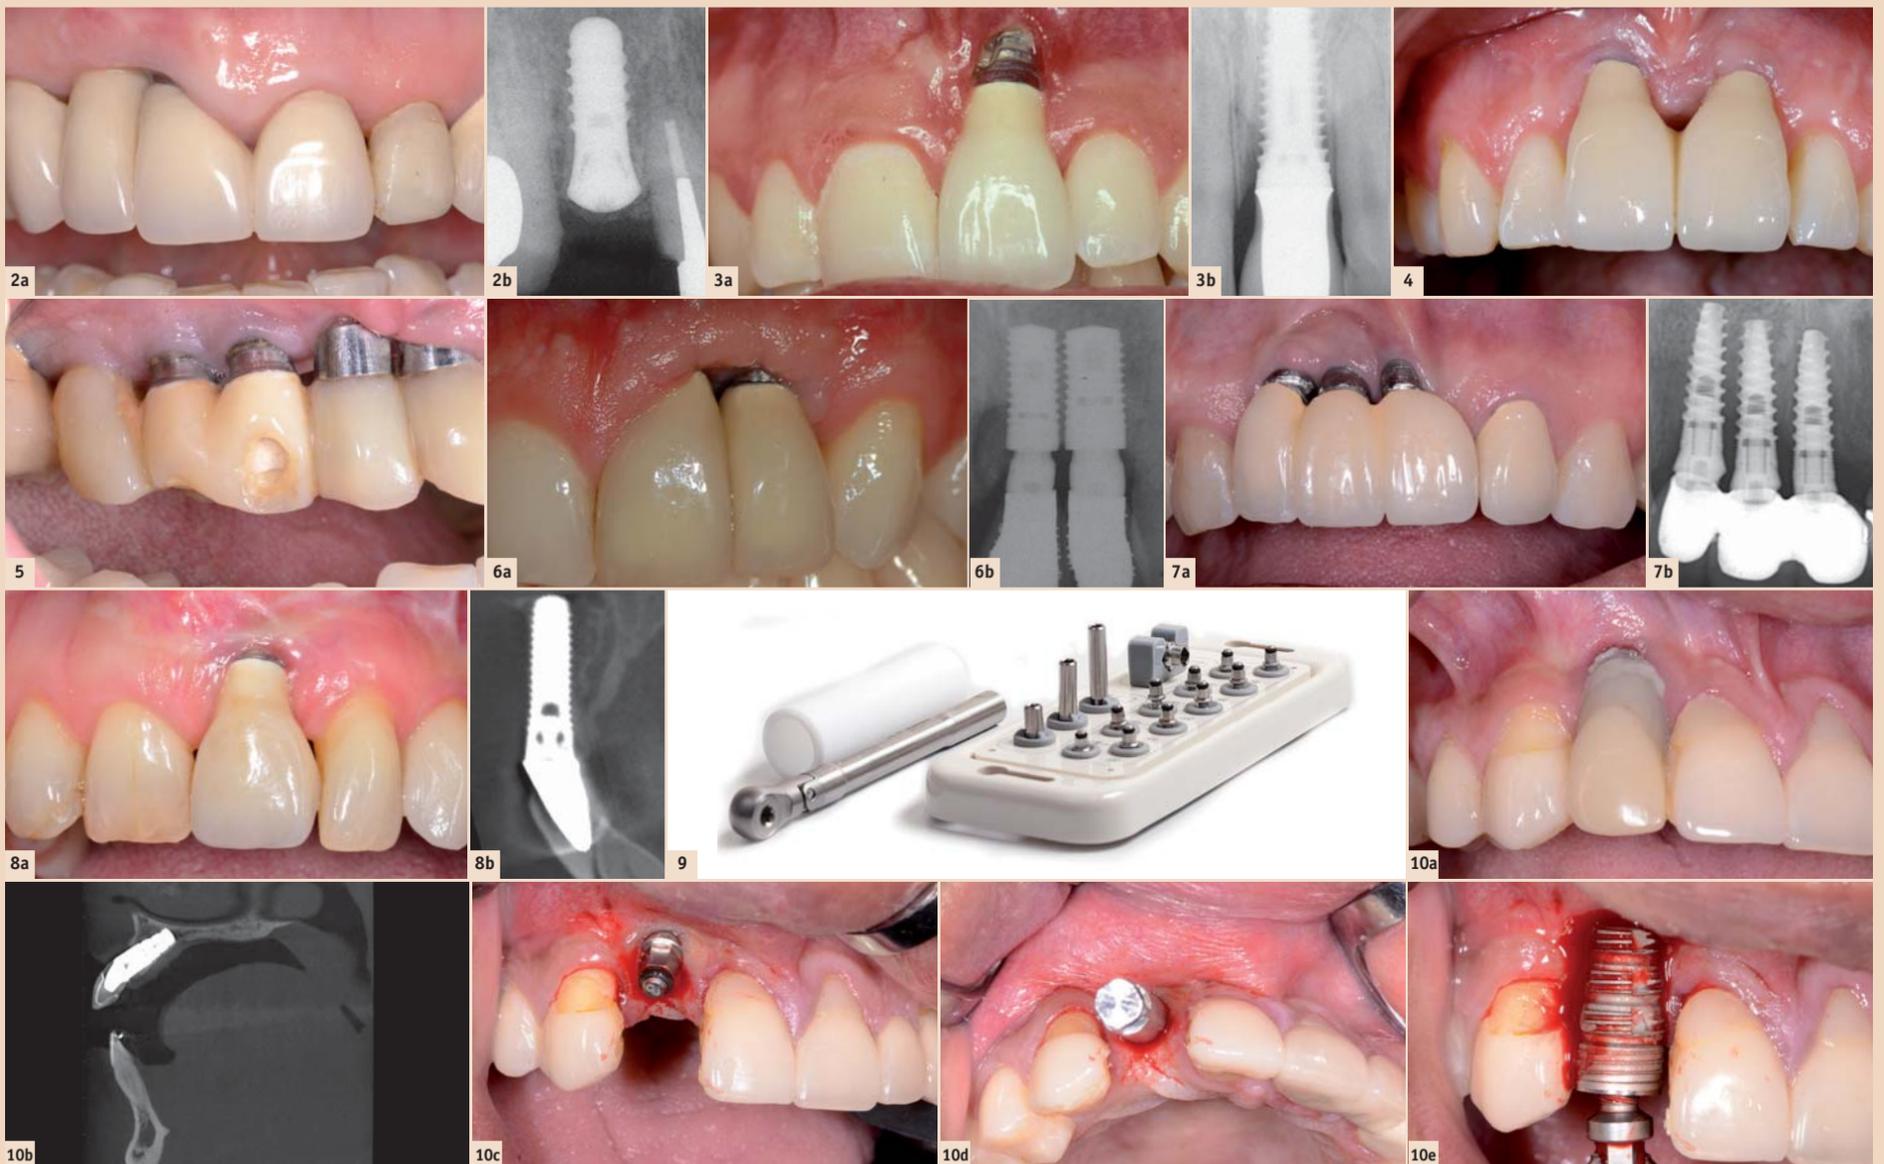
Fehlende Papille bei der Implantatkrone 12. – Abb. 2b: Das Röntgenbild zeigt das Implantat zu nahe am Nachbarzahn 11. Der Fehler war die Selektion eines zu grossen Implantatdurchmessers. – Abb. 3a: Schwere Weichteilrezession bei einem Implantat, welches zu weit facial positioniert ist. – Abb. 3b: Das Röntgenbild zeigt das überdimensionierte Implantat, welches die faciale Fehlposition verstärkte. – Abb. 4: Die Weichteilrezession bei den beiden Implantaten 11 und 21 wurde durch eine apikale Fehlposition verursacht. – Abb. 5: Schwere ästhetische Komplikation infolge einer koronalen Fehlposition aller Implantate. Das sichtbare Metall stört extrem. – Abb. 6a: Weichteildefizit mit fehlender Papille zwischen zwei benachbarten Implantaten. – Abb. 6b: Das Röntgenbild zeigt die beiden Implantate, welche viel zu nahe aneinander platziert worden sind. Besser wäre nur ein Implantat in Regio 21 gewesen. – Abb. 7a: Schwere ästhetische Komplikation in einer Dreifach-Lücke mit drei inserierten Implantaten. Ein viel besserer Ansatz wären nur zwei Implantate gewesen mit einer implantatgetragenen Brücke. – Abb. 7b: Die drei Implantate führen zweimal zu benachbarten Implantaten, was unweigerlich zu vertikalem Knochenverlust führt. Zudem sind die Implantate fehlpositioniert. – Abb. 8a: Schwere Weichteilrezession nach Sofortimplantation. Wie oft gesehen, hat die frische Alveole das Implantat in eine faciale Fehlposition geführt. – Abb. 8b: Das orofaziale DVT zeigt, dass das Implantat facial keine Knochenwand besitzt. Diese ist nach der Extraktion resorbiert worden. – Abb. 9: Das BTI-Implant Extraction Kit, welches sich in der klinischen Anwendung als vielseitig und sehr effizient erwiesen hat. – Abb. 10a: Massive Weichteilrezession beim Implantat 12 infolge facialer Fehlposition. – Abb. 10b: Das DVT zeigt das überdimensionierte Implantat in einer Fehlachse. – Abb. 10c: Klinische Situation nach Insertion des passenden BTI-Instrumentes, welches im Gegenurzeigersinn in das Implantatinnere eingeschraubt wurde. – Abb. 10d: Nach dem Aufsetzen des Zwischenstückes ist die drastische Fehlachse klar ersichtlich. Mit der stark dimensionierten Ratsche kann nun das Drehmoment aufgebaut werden, um das Implantat aus der Knochenverankerung zu lösen. – Abb. 10e: Nach Entfernung ist die Dimension des viel zu grossen Implantates erkennbar.
